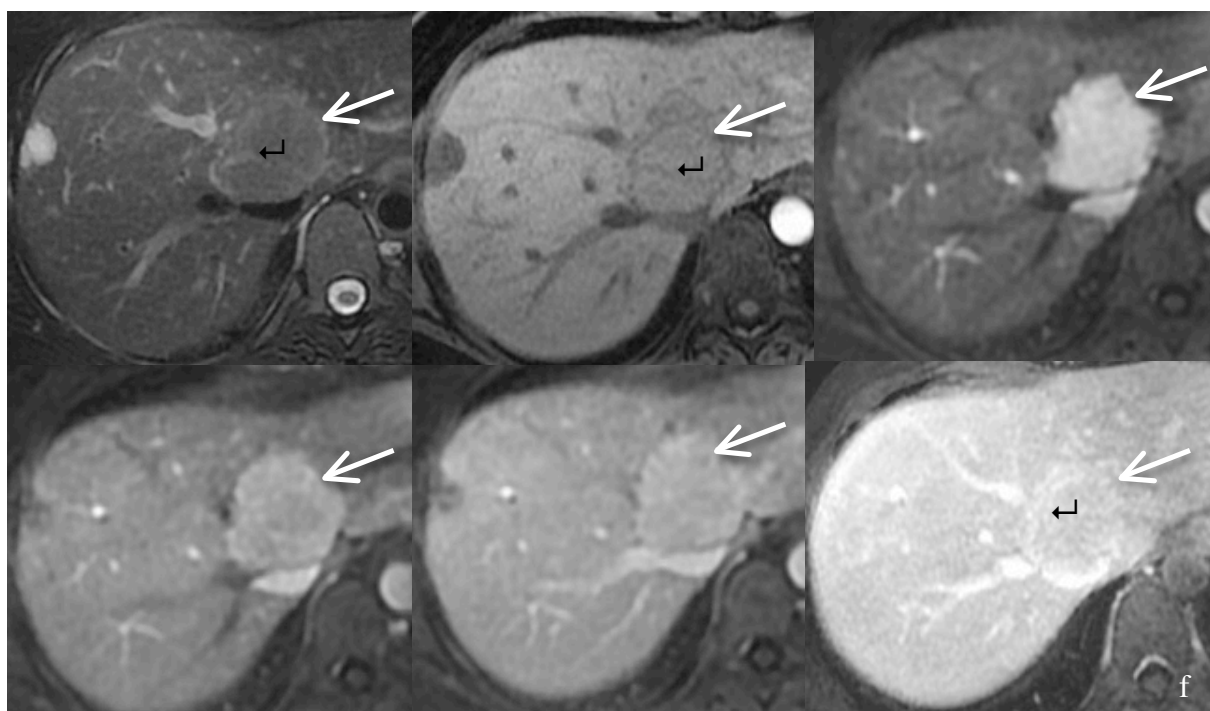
Patiente âgée de 33 ans. Découverte fortuite d'une lésion hypoéchogène hépatique du segment IV sur une échographie, ayant motivé la réalisation d'une IRM. La lésion (flèche blanche) est homogène, discrètement hyperintense en pondération T2 (a) et discrètement hypointense en pondération T1 (b). Elle est intensément rehaussée à la phase artérielle précoce (phase 1, c), modérément rehaussée à la phase artérielle tardive (phase 2, d), faiblement intense à la phase portale (phase 3, e) et tardive (f). Un élément central (flèche noire) est visible, hyperintense en pondération T2 (a), hypointense en pondération T1 (b) et tardivement rehaussé (e). Cette lésion est typique d'HNF.
